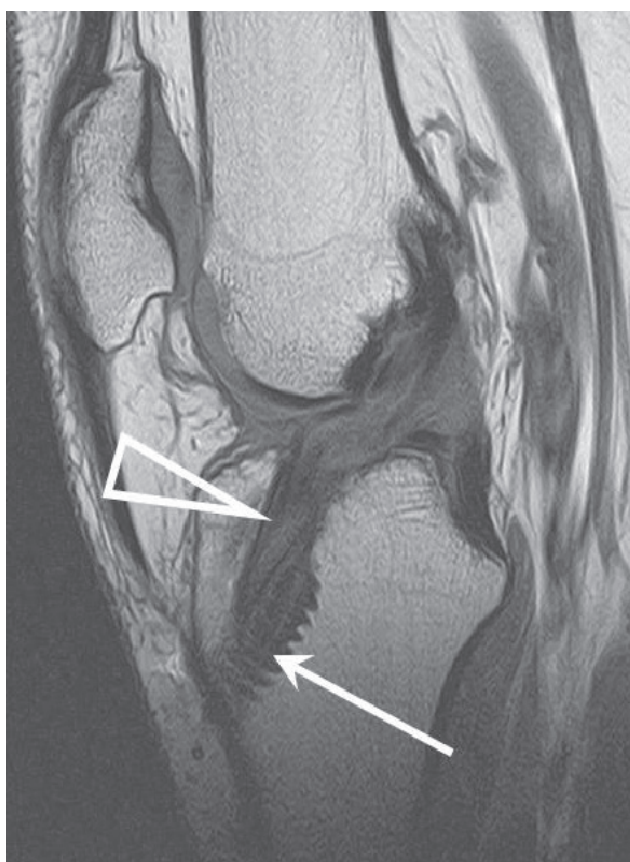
МР-томограмма в сагиттальной проекции, T2 FSE. В большеберцовом канале визуализируется винт с резьбой (стрелка), расширение костного канала в области прилегания винта (треугольная стрелка)
